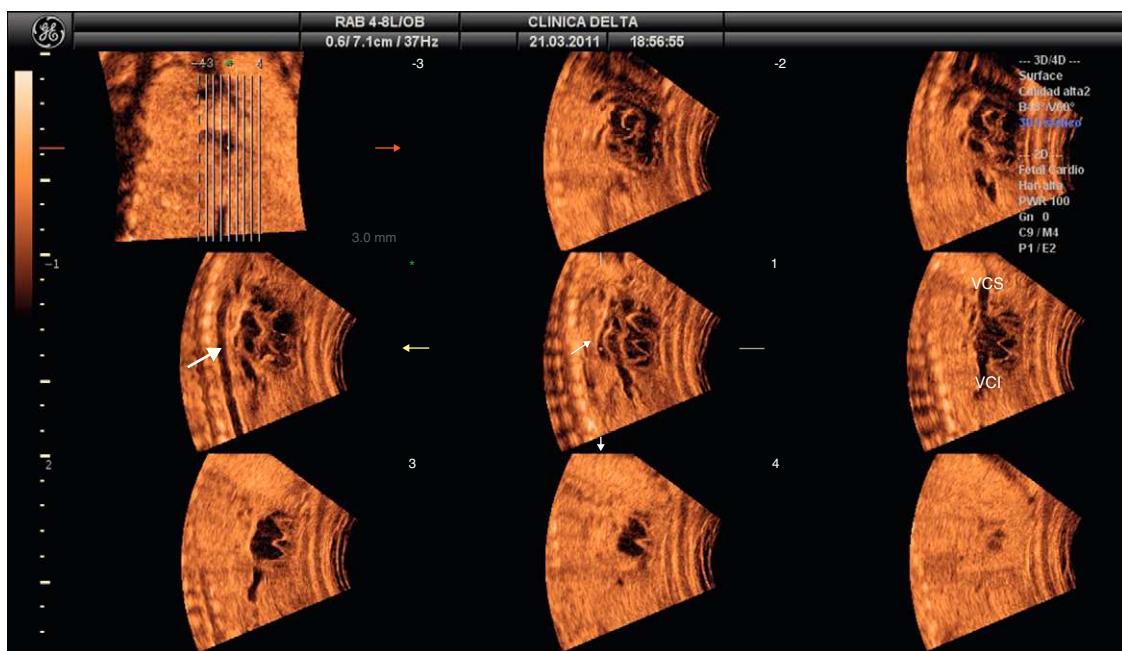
Tomographic ultrasound imaging con secuencia de imágenes paralelas en corte longitudinal que se desplazan de izquierda a derecha sobre el tórax fetal. El punto de referencia está situado en el colector (flecha recta). En las tres imágenes del centro podemos observar, de dorsal a ventral y de izquierda a derecha en el feto, la aorta (flecha curva), el colector y el eje de cavas.
